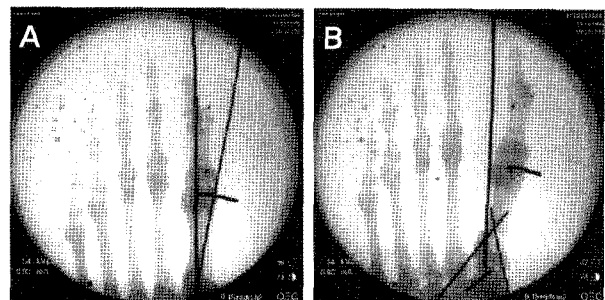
AP radiographs of the ankle saw bone<sup>®</sup> fixed to wood-block under the C-arm. (A) Before proximal crescent osteotomy. (B) After proximal crescent osteotomy.
